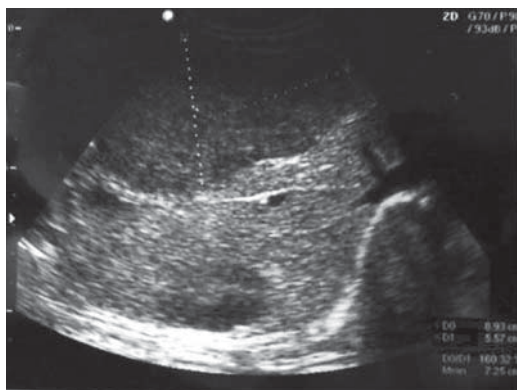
USG bolnavului I.
